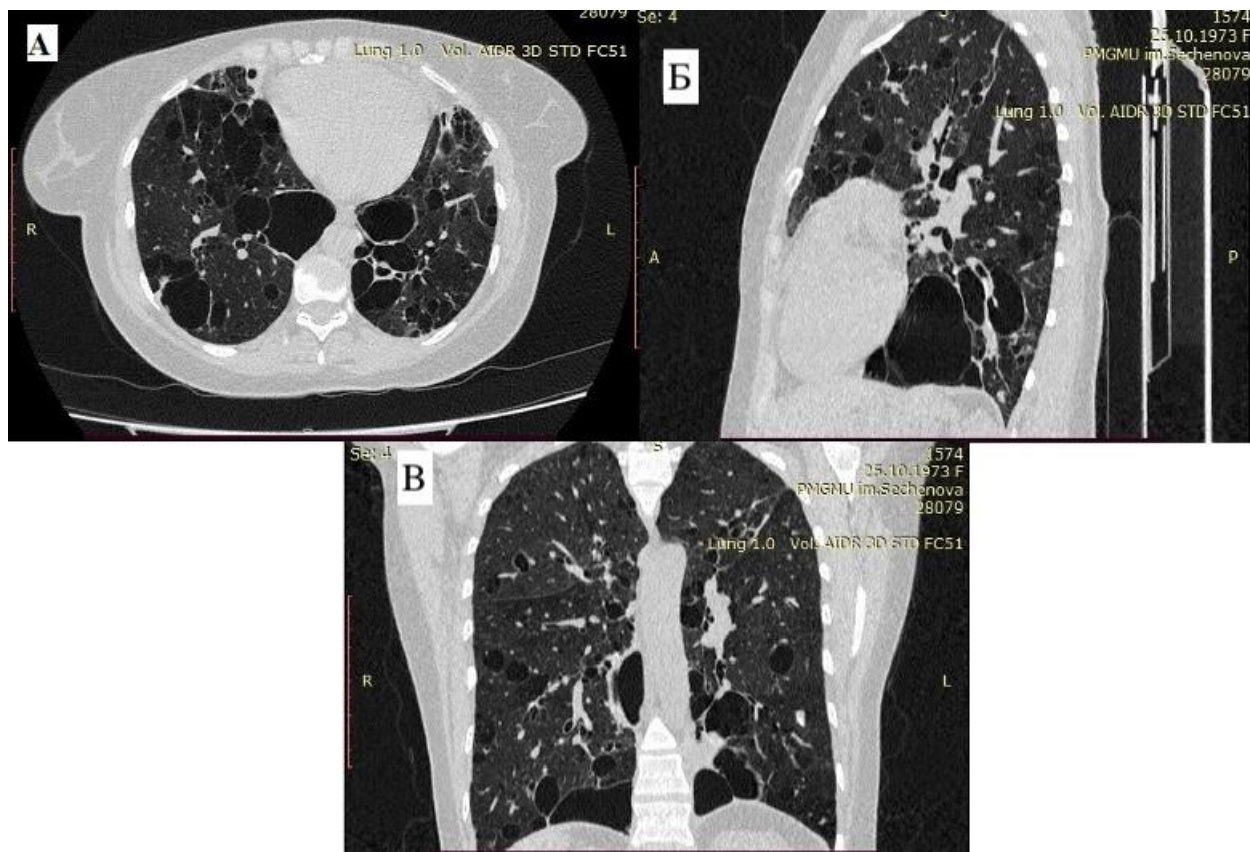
КТ-картина при лимфоцитарной интерстициальной пневмонии. А – аксиальный срез, Б – сагиттальный срез, В – фронтальный срез, собственные данные автора
